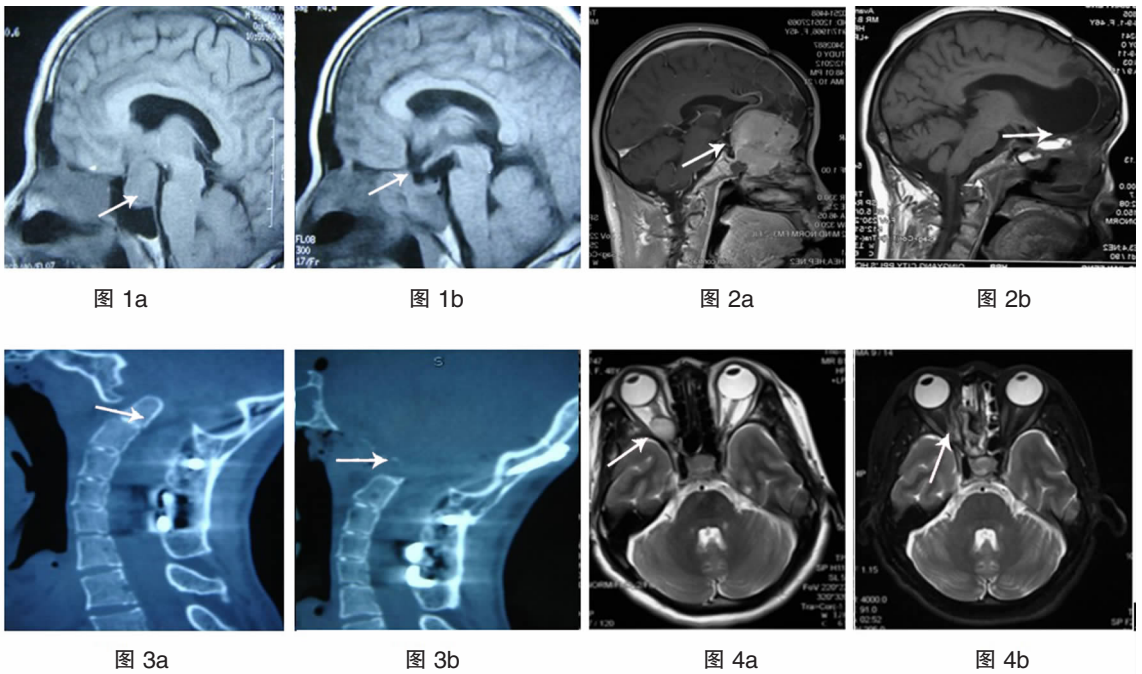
垂体腺瘤手术前后 MRI 对照 图 2 前颅底巨大脑膜瘤手术前后 MRI 对照 图 3 齿状突畸形手术前后 CT 对照 图 4 眶内海绵状血管瘤手术前后 MRI 对照
